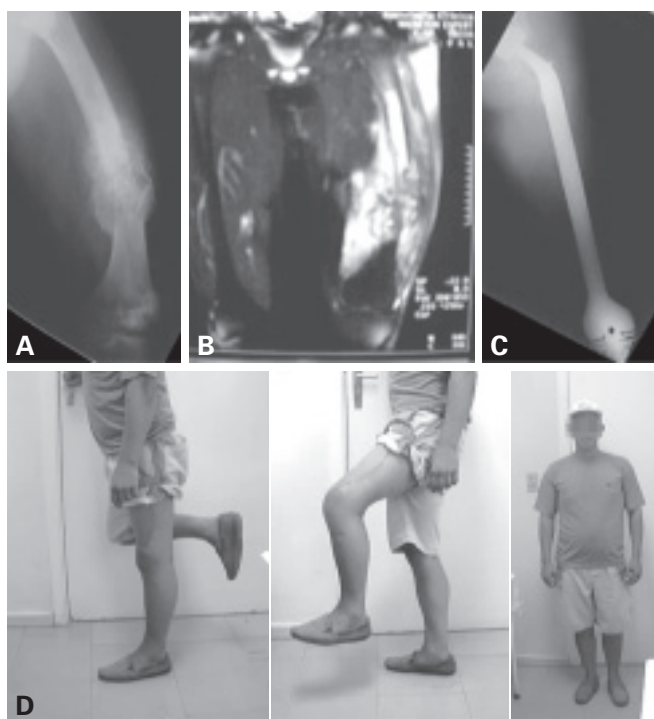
Paciente nº 2: A) Radiografia após a quimioterapia neoadjuvante. B) Corte coronal da ressonância magnética da coxa onde se observa, além do acometimento de partes moles, o grande envolvimento da medular proximal do fêmur. C) Radiografia pós-operatória. D) Aspecto funcional do paciente no sexto mês pós-operatório.
